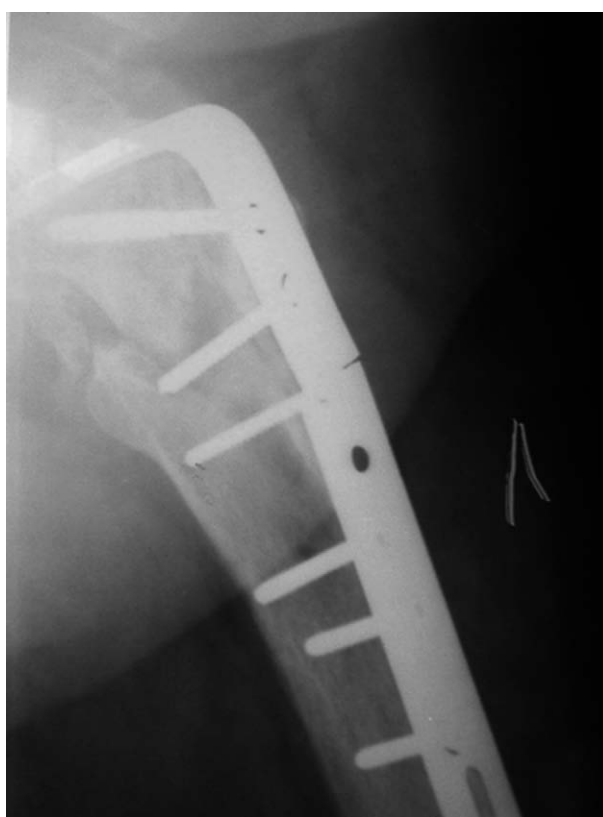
Рентгенограммы пациентов с несросшимися переломами вертельной области после остеосинтеза и переломов пластин.
